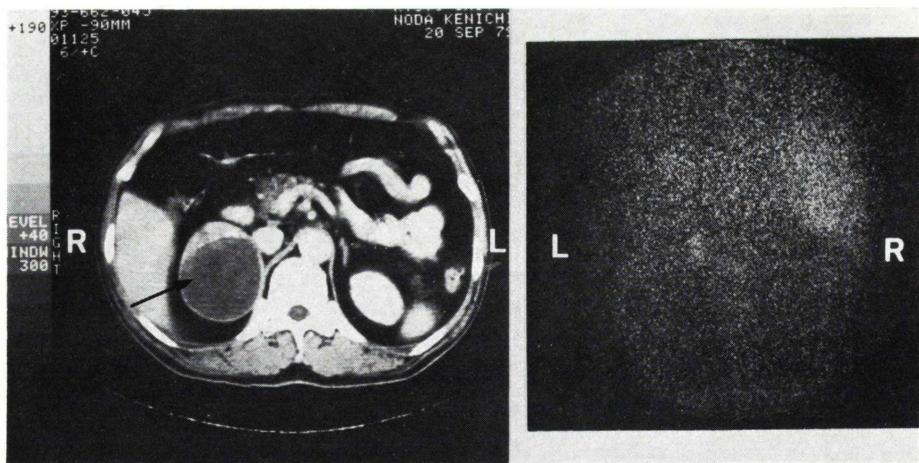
Computed tomogram through adrenal glands (left) and scintigram (right) in a patient (case 8) with right pheochromocytoma.
